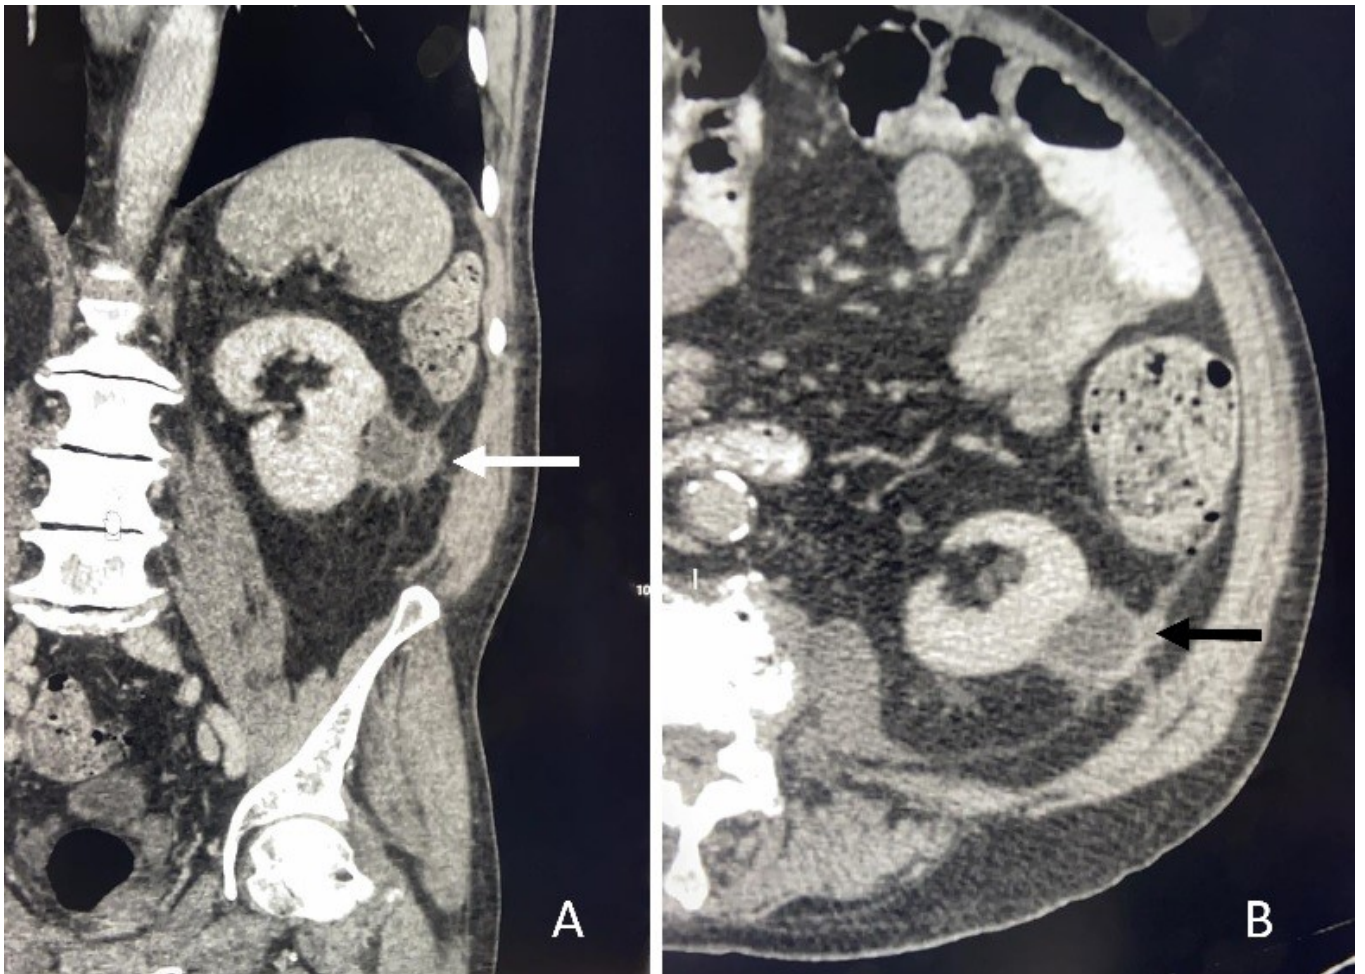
Radiografía lateral de columna lumbosacra, mostrando en (A) osteosíntesis de columna lumbo/sacra, con fijación de L4-L5-S1, en acercamiento (B) se observa calcificación marginal de anillo disTomografía computarizada de abdomen, con doble contraste (oral e intravenoso), mostrando: tanto en corte frontal (A) como en corte axial (B) presencia de colección para renal izquierda (flechas).
